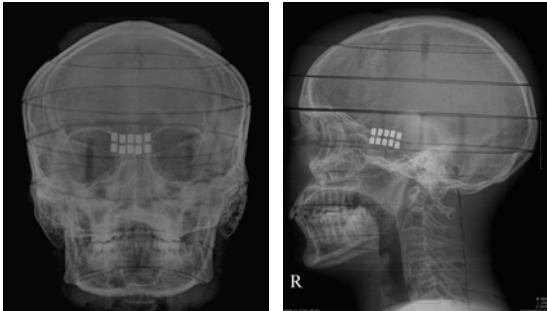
Radiographic image of Skull PA & LAT.
